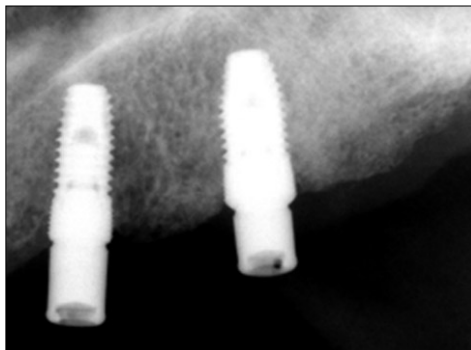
Periapical radiograph 3 months after delivery.
